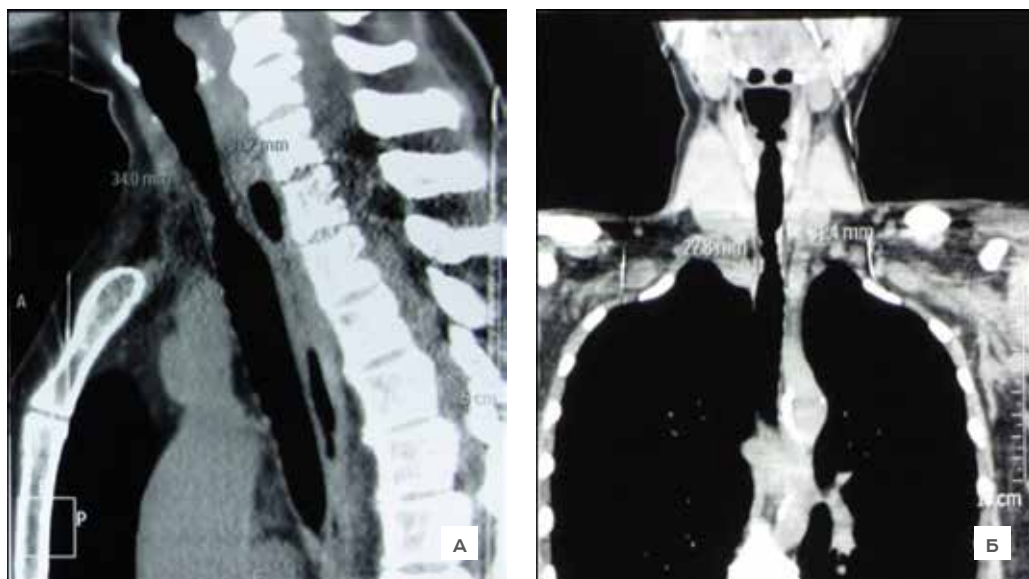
Данные МСКТ за 2 недели до госпитализации: определяется РСТ (А – сагиттальный срез, Б – фронтальный срез)
